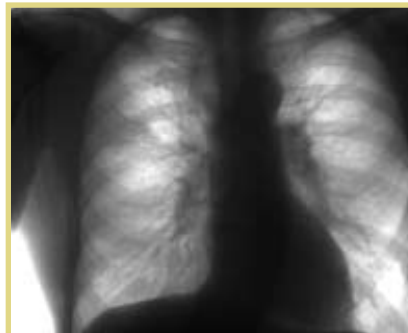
Рентгенограмма в прямой проекции при поступлении
